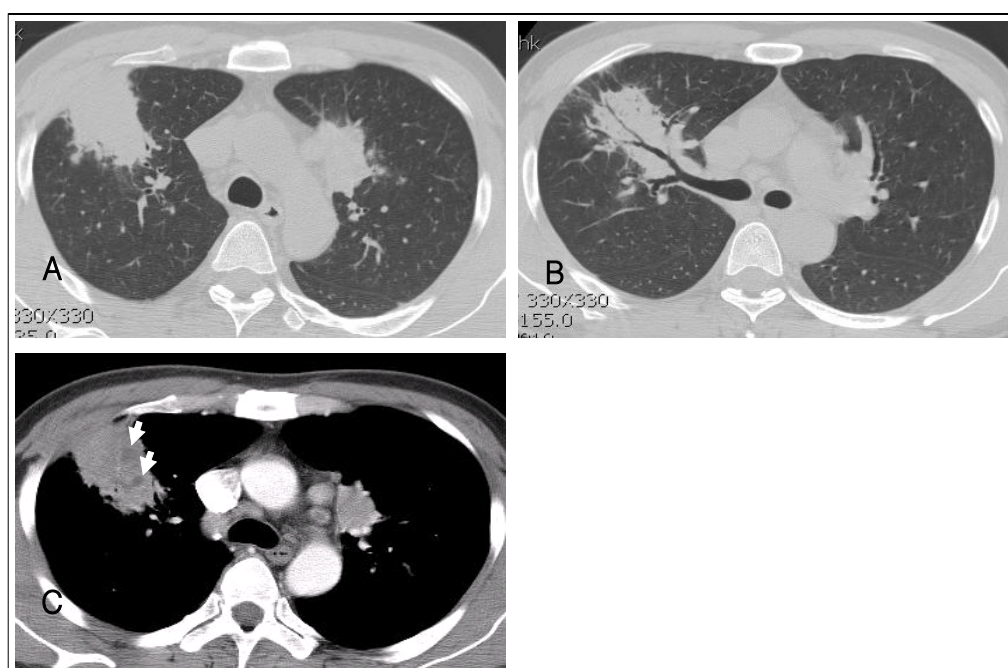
Computed tomography of chest. (A), (B) CT images obtained using lung window settings show consolidations with air-bronchogram in both upper lung. (C) Axial contrast-enhanced CT scan shows peribronchial and subpleural consolidations with internal low-attenuation foci (white arrows) in BUL. Mediastinal adenopathy is also noted.
